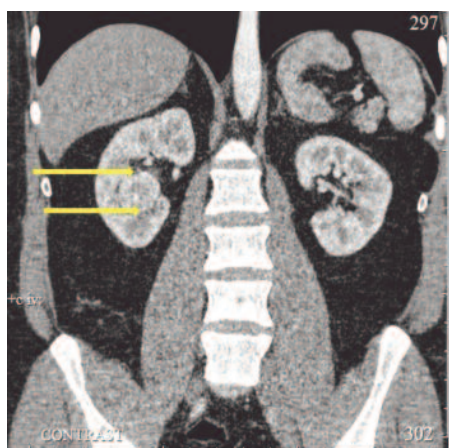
КТ с контрастным усилением в коронарной проекции. Опухолевый узел расположен в синусе правой почки. Стрелками обозначены границы опухолевого узла
